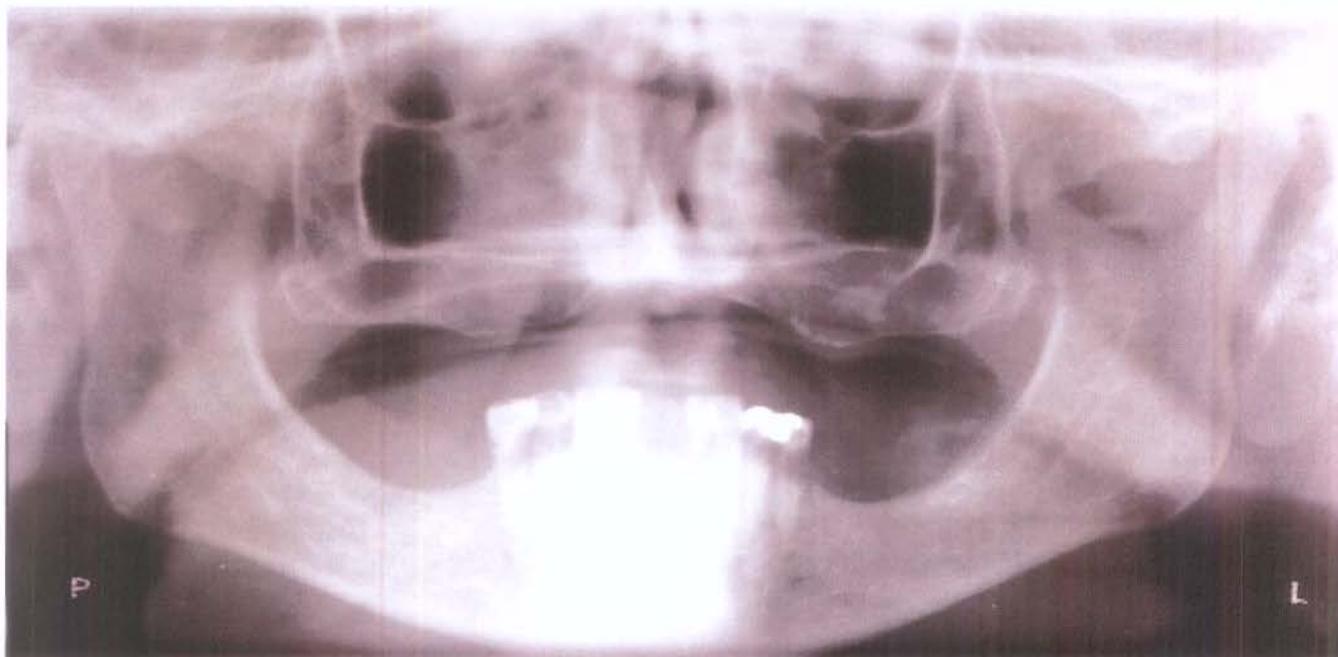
radiografia panorâmica realizada previamente ao tratamento radioterápico
